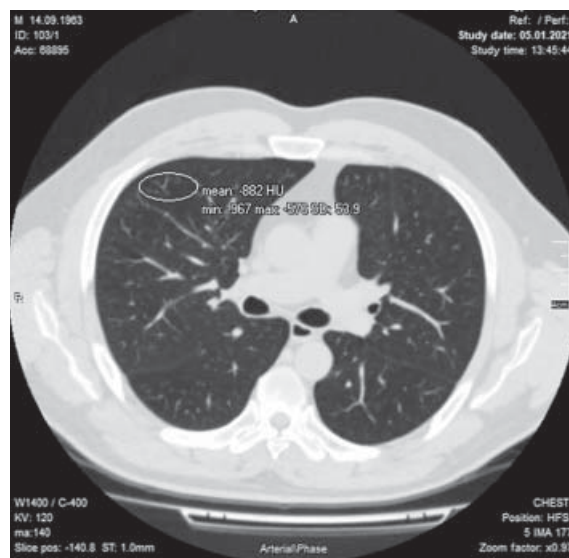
Аксіальний зріз КТ хворого Д. за 3 місяці до захворювання коронавірусною пневмонією
